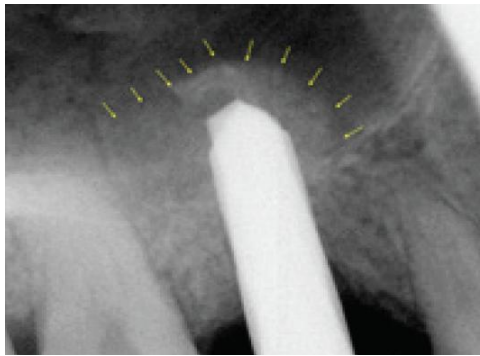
Radiographie après condensation du biomatériau
